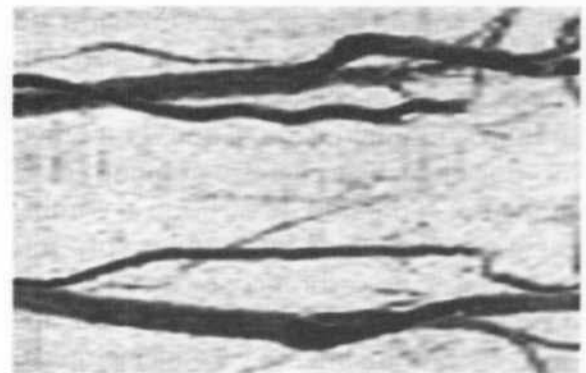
Angiorresonancia cerebral mostrando las arterias carótidas y su bifurcación.
